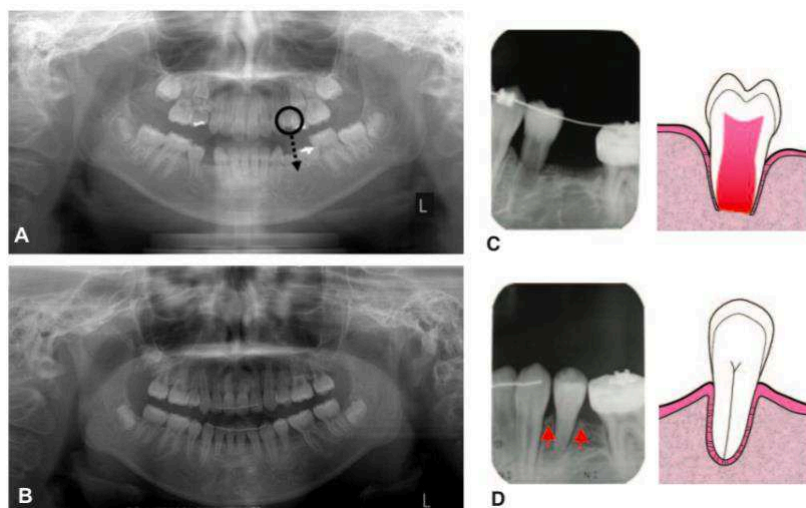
Autotransplante dentário de um pré-molar devido a agenesia congênita. A) Ortopantomografia de uma criança de 13 anos com agenesia congênita de três pré-molares mandibulares. O pré-molar esquerdo superior foi autotransplantado para a região dos pré-molares mandibulares esquerdos. B) Ortopantomografia 2 anos e seis meses após o autotransplante. Existe resposta normal ao teste elétrico. C) O autotransplante foi feito quando o dente dador tinha $\frac{3}{4}$ da raiz formada. D) Houve rotação e movimento ortodôntico para encerrar o espaço o que originou reabsorção apical da raiz, no entanto houve desenvolvimento com sucesso da lâmina dura e do osso alveolar e o dente autotransplantado apresenta uma mobilidade dentária normal. (Adaptado de Park et al., 2011)
